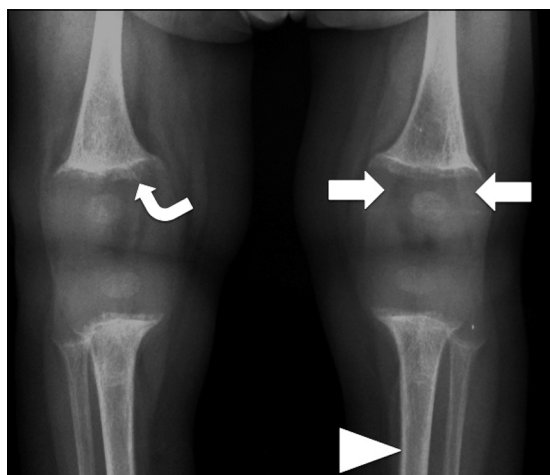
Radiografía de rodillas. Se observa desmineralización del hueso con adelgazamiento del hueso cortical en la diáfisis (cabeza de flecha). Aumento de la distancia entre la metáfisis y la epífisis (flechas). Pérdida de la nitidez y definición de la línea metafisiaria distal con desflecamiento o "deshilachamiento" (flecha curva). Deformación del contorno de las metáfisis en forma de copa o cáliz.
